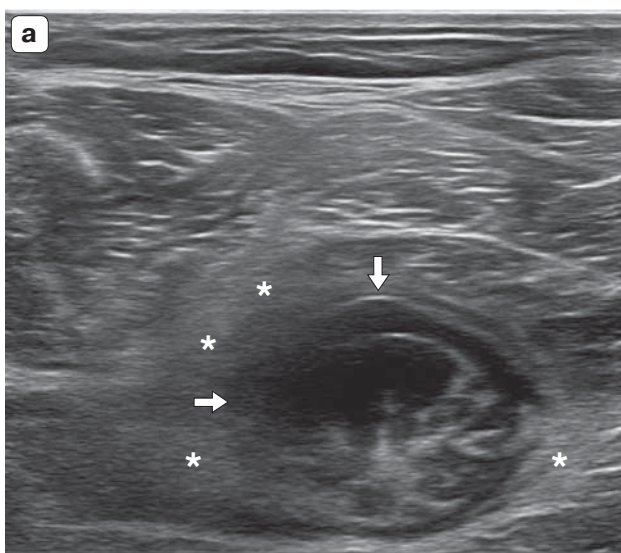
Изображение зоны десмоплазии (звездочки) вокруг образования седалищного нерва (стрелки) в поперечной плоскости. а – ультразвуковое исследование. В-режим. Поперечный срез. b – магнитно-резонансная томография. T2-STIR. Аксиальный срез.
